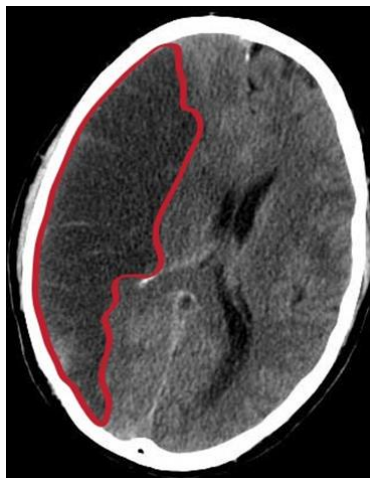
Компьютерная томография головного мозга пациентки при инсульте. Беременность 28 недель.
